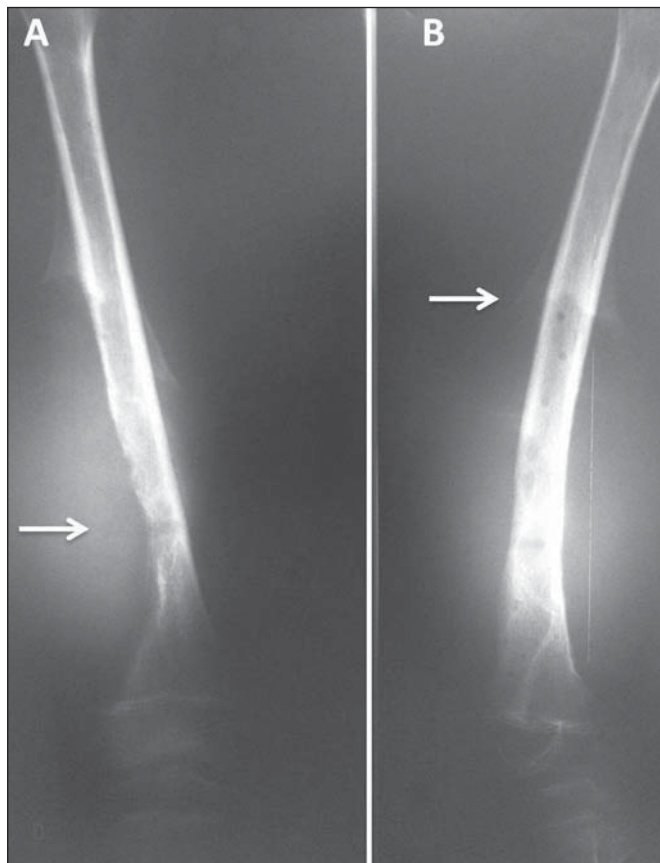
Paciente masculino, 9 anos de idade, com dor e grande massa na coxa direita. A: Radiografia simples em anteroposterior do fêmur esquerdo mostra extensa lesão essencialmente lítica metadiafisária (seta), zona de transição indefinida, aumento de densidade de partes moles e destruição da cortical óssea. B: Visualizam-se as mesmas características, com a formação de reação periosteal do tipo “triângulo de Codman” (seta). Lesão radiologicamente agressiva.
